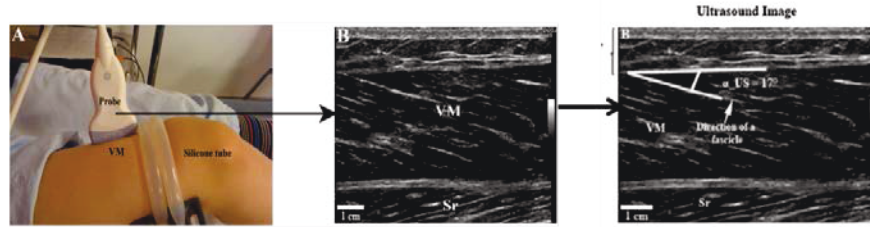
Phases de calcul l'angle de pennation – Ultrasons © Laetitia Debernard. 2011
